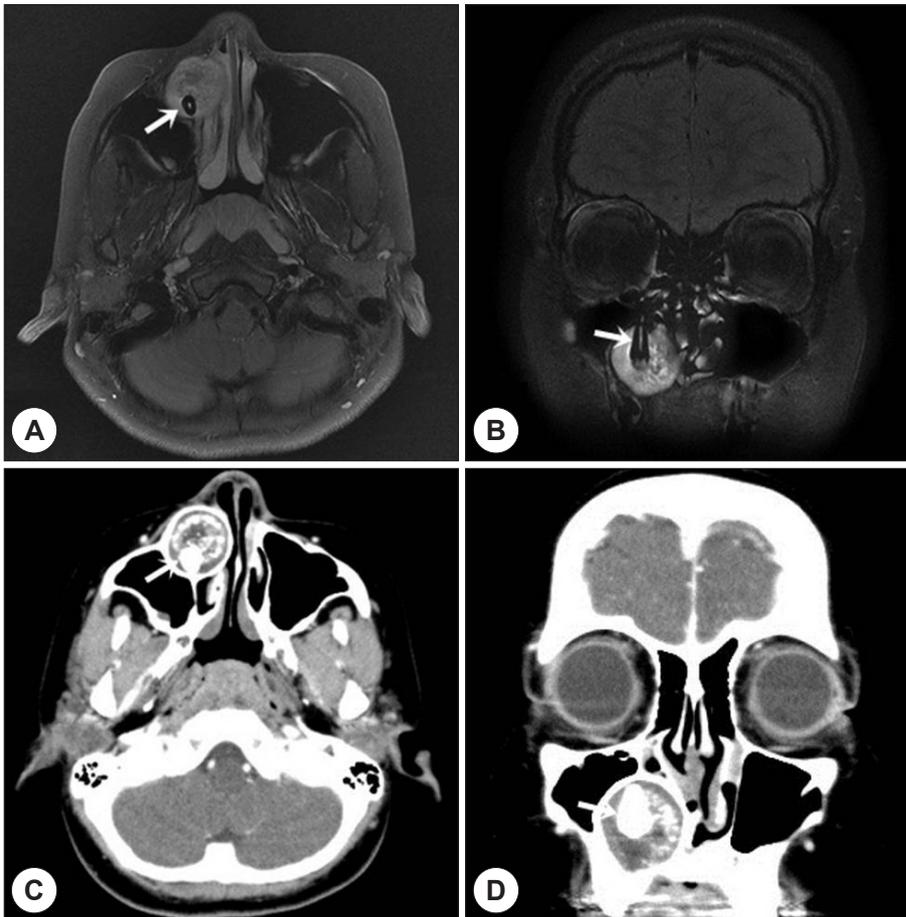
Gadolinium enhanced T2-weighted magnetic resonance imaging demonstrates well-demarcated, heterogeneous hyperintense mass and hypointense tooth (white arrow) located inside the mass (A, B). Computed tomography scans show that the mass is surrounded by bony wall, and tooth (white arrow) and scattered calcific densities are seen inside the mass (C, D).
